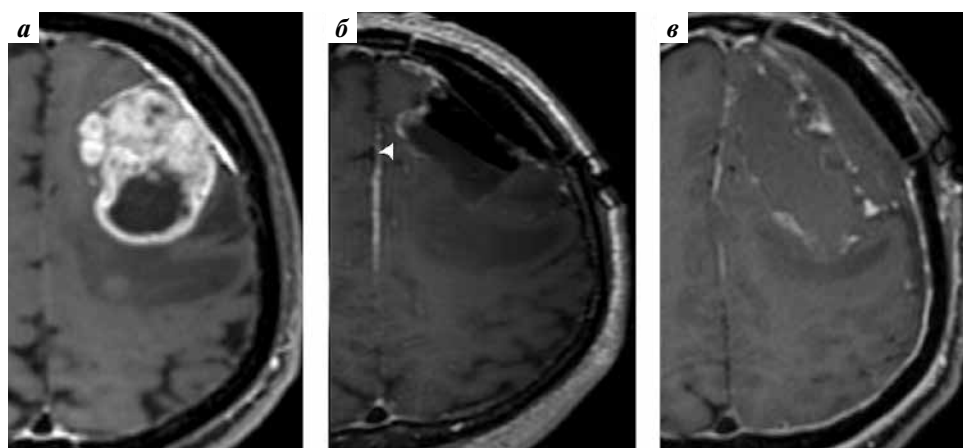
МРТ головного мозга (пациент № 3). Аксиальные срезы, режим сканирования T1 с контрастным усилением: а — до операции, внутримозговая опухоль в левой лобной доле, интенсивно накапливающая контрастное вещество; б — во время операции, наличие небольшого фрагмента опухоли по медиальному контуру опухоли (стрелка); в — после операции, выявляемый ранее фрагмент удален
